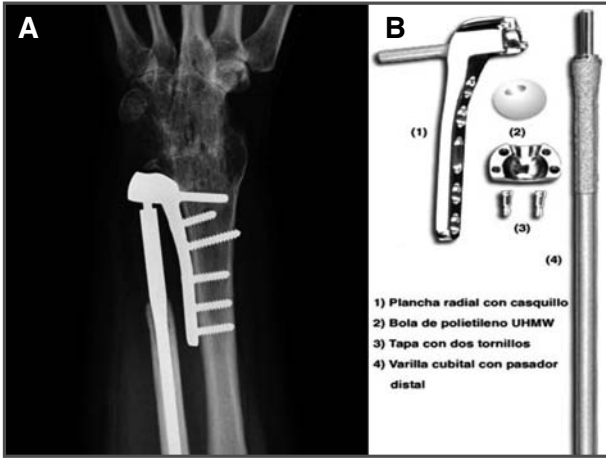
Radiografía postoperatoria de la prótesis radiocubital distal. 2B. Componentes de la prótesis radiocubital distal.
